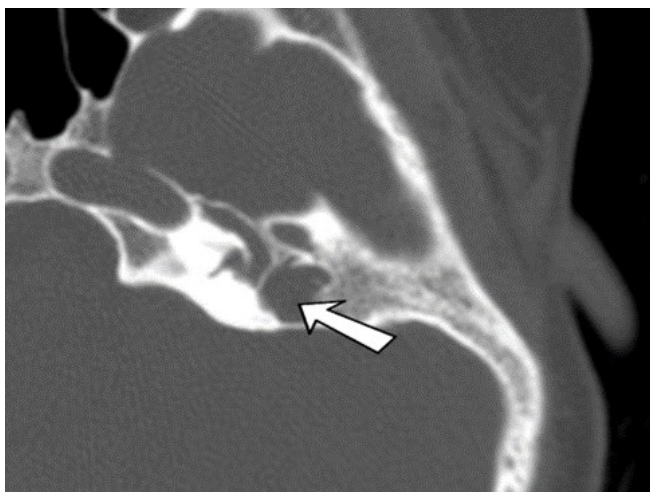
Левое ухо. МСКТ височных костей в аксиальной проекции. Наличие врожденной холестеатомы между гипоплазированной барабанной перепонкой и костной атретической тканью (отмечено стрелкой)
